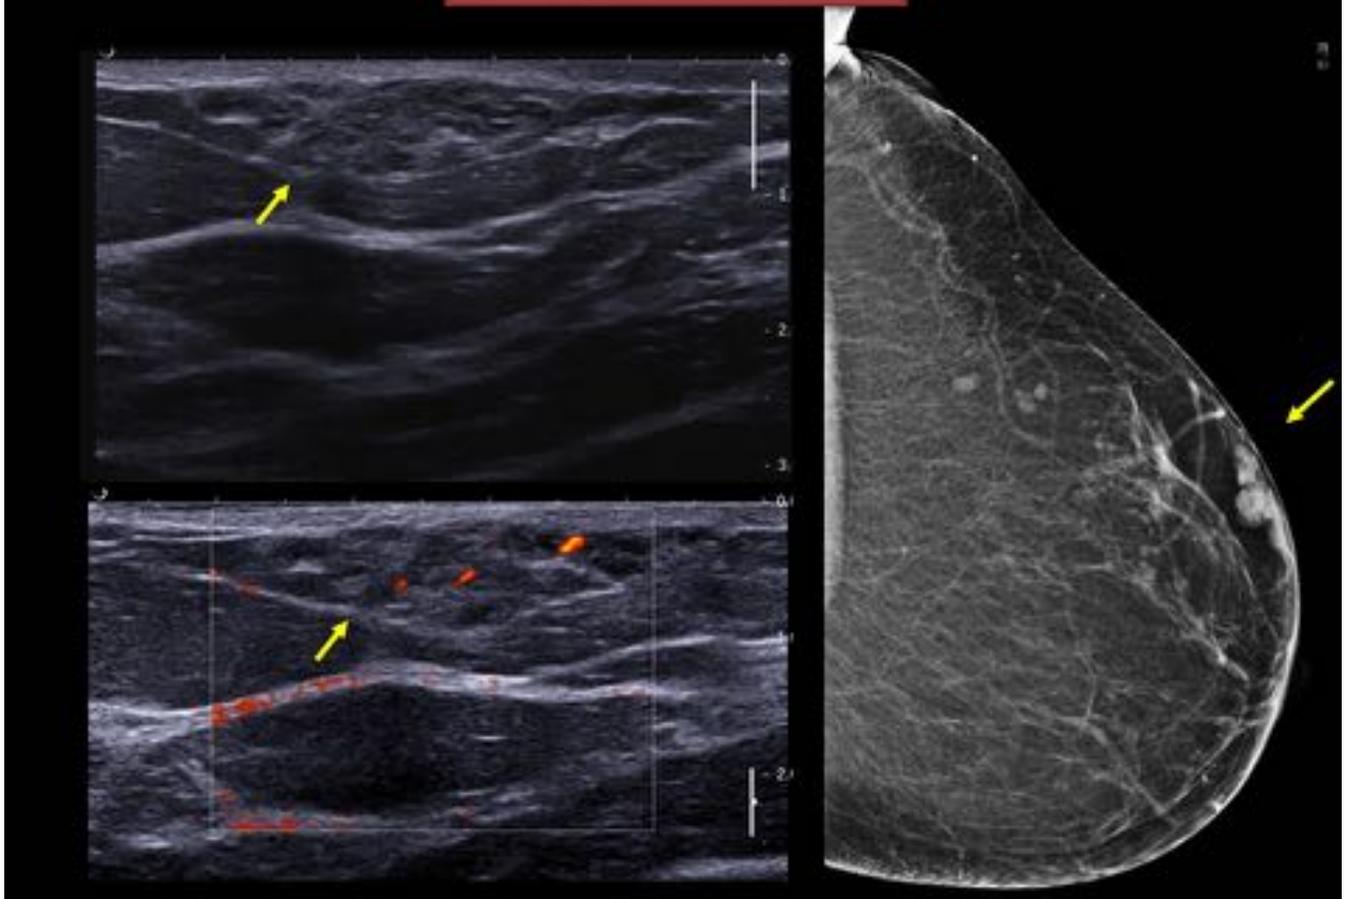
Mujer de 58 años sin antecedentes de interés que en el programa de cribado se detecta una lesión en CSE de la mama derecha. La ecografía mostró una lesión bien delimitada heterogénea con áreas hiperecoicas y con señal Doppler presente. En la mamografía se corresponde con una lesión superficial isodensa y polilobulada.
